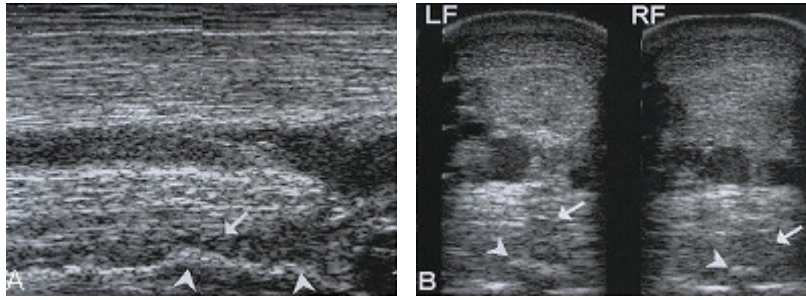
左 MC3 掌側面の超音波縦断像(A:近位が左)と左および右 MC3 掌側面の超音波横断像 (B:内側が左)
